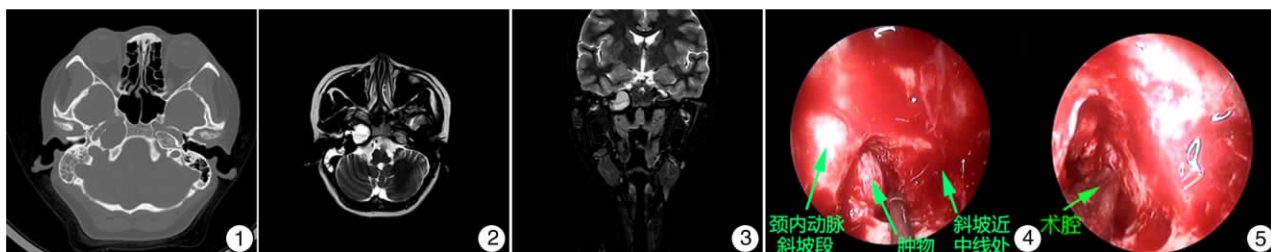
术前 CT 检查 右侧颅底岩尖区可见一卵圆形骨质破坏灶,大小约 22.3 mm × 19.7 mm,边界清楚,病变紧贴右侧颈内动脉管后方; 图 2 T2WI 轴位 MRI 右侧颅底岩尖区可见一类圆形病灶,呈均匀高信号,病灶边界清楚,右侧乳突可见积液; 图 3 T2WI 冠状位 MRI 病灶位于颅底岩尖区,形态稍不规则; 图 4 囊肿与颈内动脉及斜坡中线的关系; 图 5 术腔
